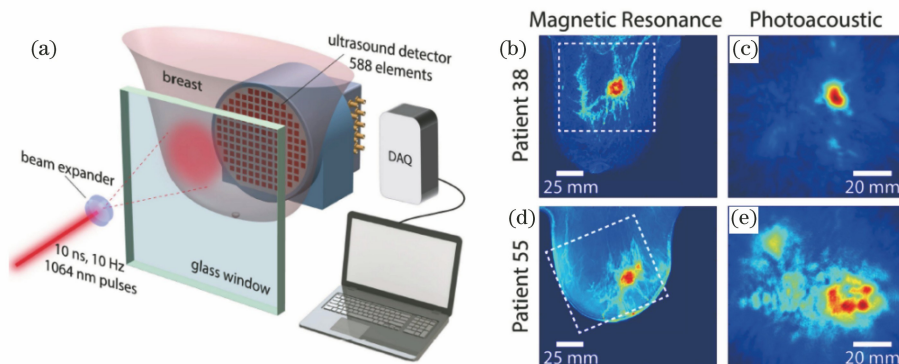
Heijblom 小组设计的实验系统和实验结果。(a)系统框图;(b)~(e)为胸腺在头尾位方向下的两个病例的 MRI(左侧)和 PAT(右侧)数据重建^[63]
